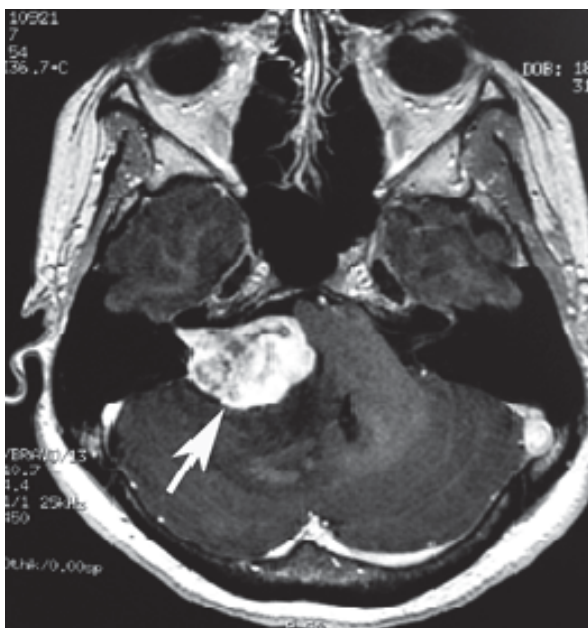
МРТ головного мозга спустя 2 года после 2 сеанса РХ: увеличение опухоли до 12см³, отмечается компрессия ствола головного мозга и 4-го желудочка.
